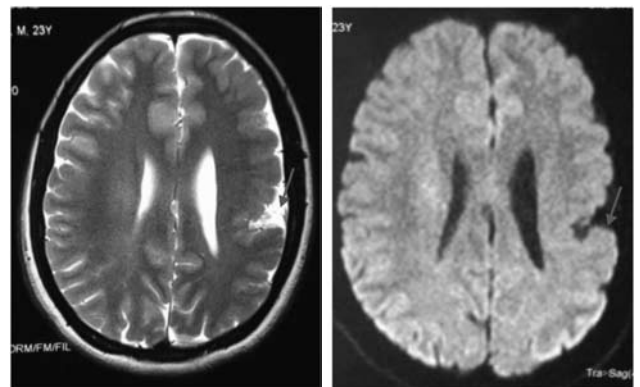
IRM encéphalique en coupe axiale, séquence T2 et en Diffusion, montrant un épaississement cortical de l'hémisphère gauche, très net en pariétal (flèche), réalisant avec les autres épaississements un aspect polymicrogyrique.
